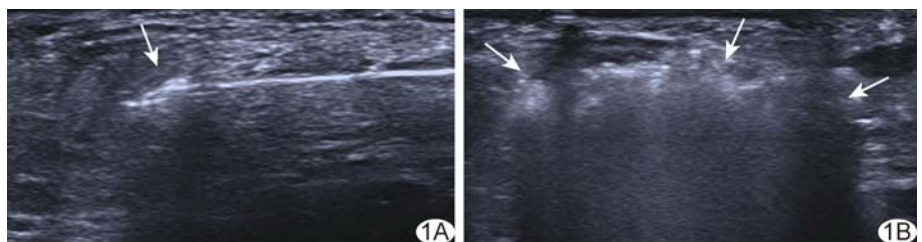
超声引导下猪乳腺 MWA(模式 2) A. 二维声像图示发射微波后自裂隙处(箭)产生强回声气泡; B. 实时二维超声显示强回声范围(箭)
